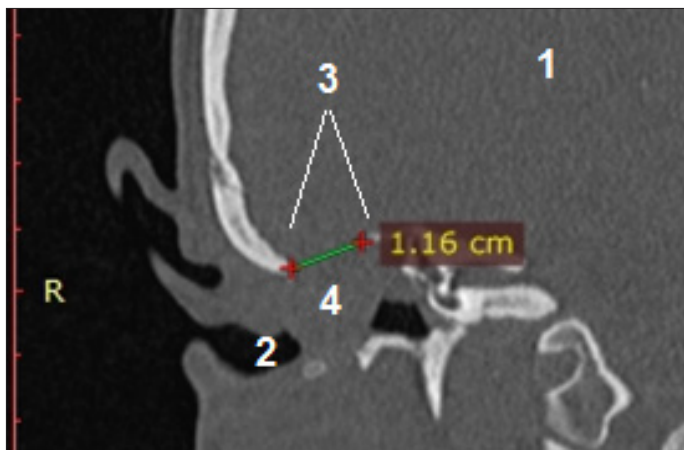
Спиральная компьютерная томография височных костей в коронарной проекции. Правая сторона. 1 - вещество головного мозга; 2 - полость после радикальной операции; 3 - зона дефекта СЧЯ; 4 - мягкотканый субстрат, заполняющий большую часть радикальной полости правого уха.
